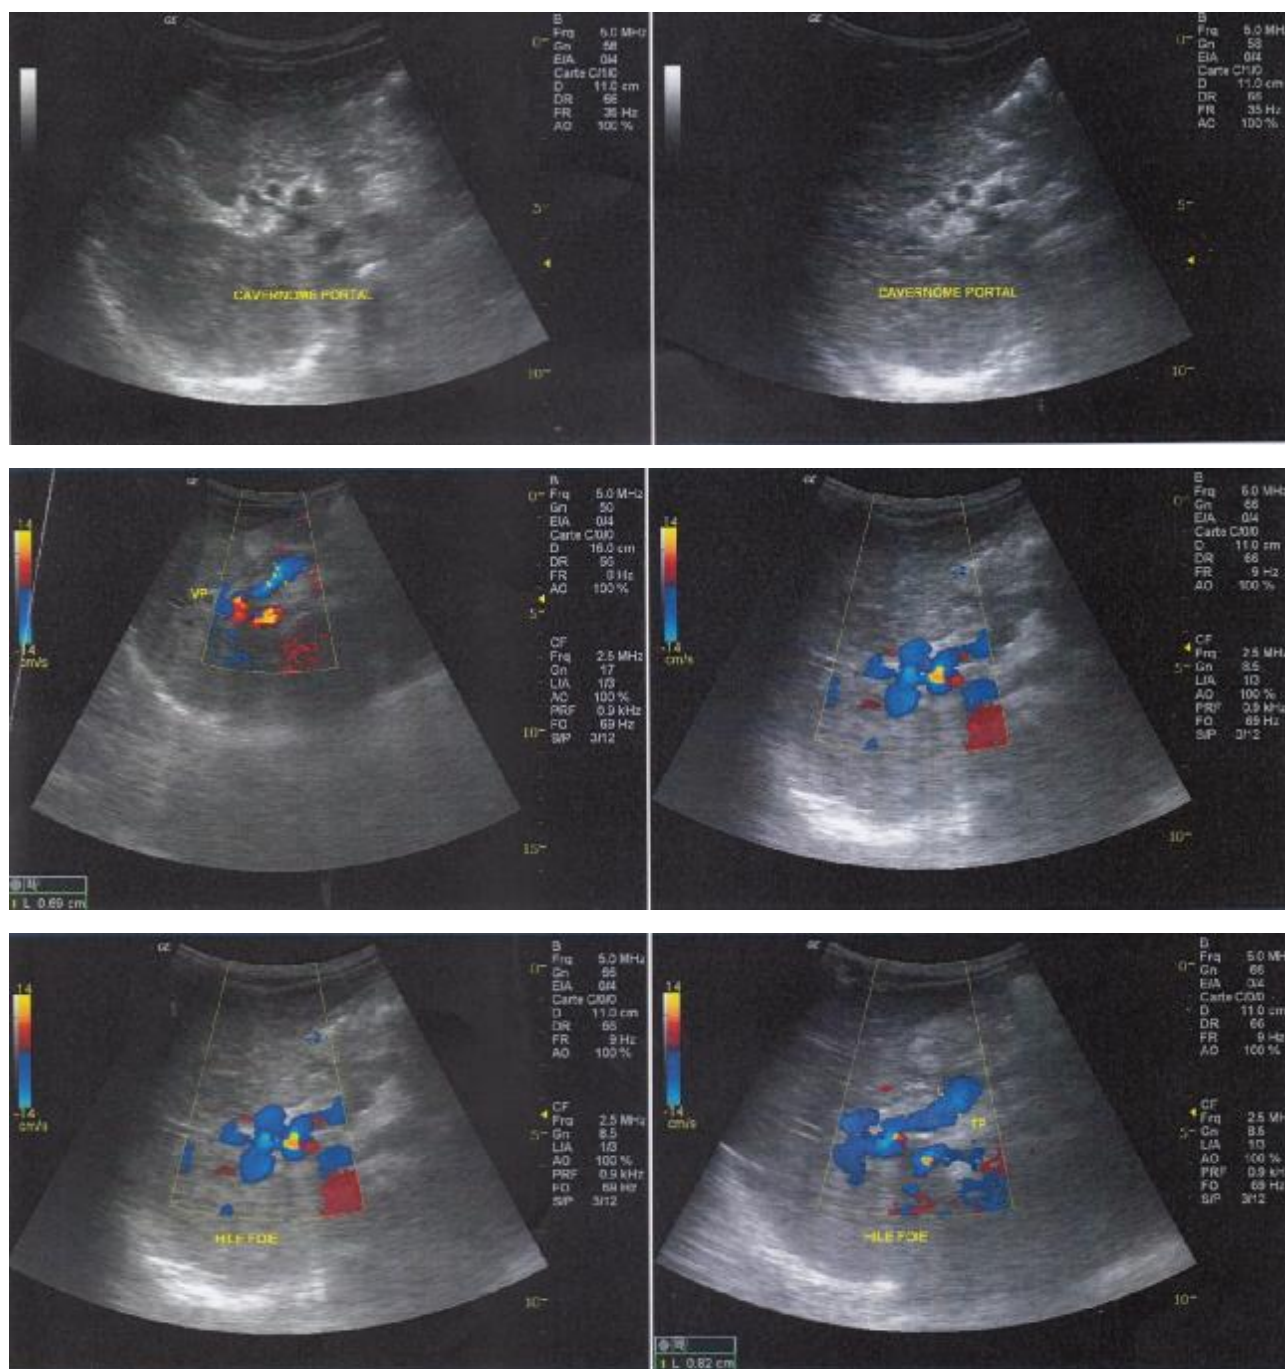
Echo-doppler montrant un cavernome portal avec un tronc porte de calibre normal et présence d'une circulation collatérale oeso-cardio-tubérositaire et spléno-rénale gauche (observation N°8).
